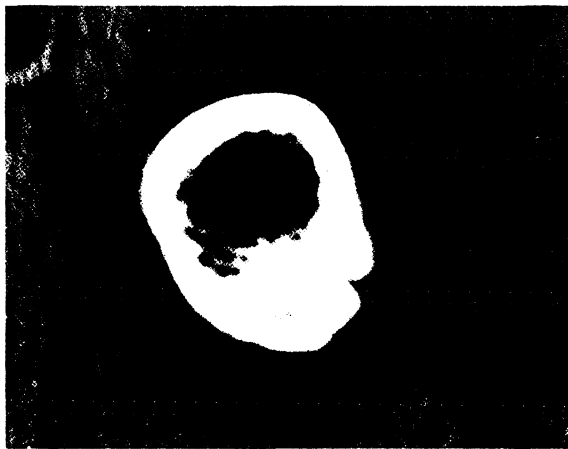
CT: Kortikalisverdickung und zentrale Hypodensität mit Verkalkung subtrochantär rechts
